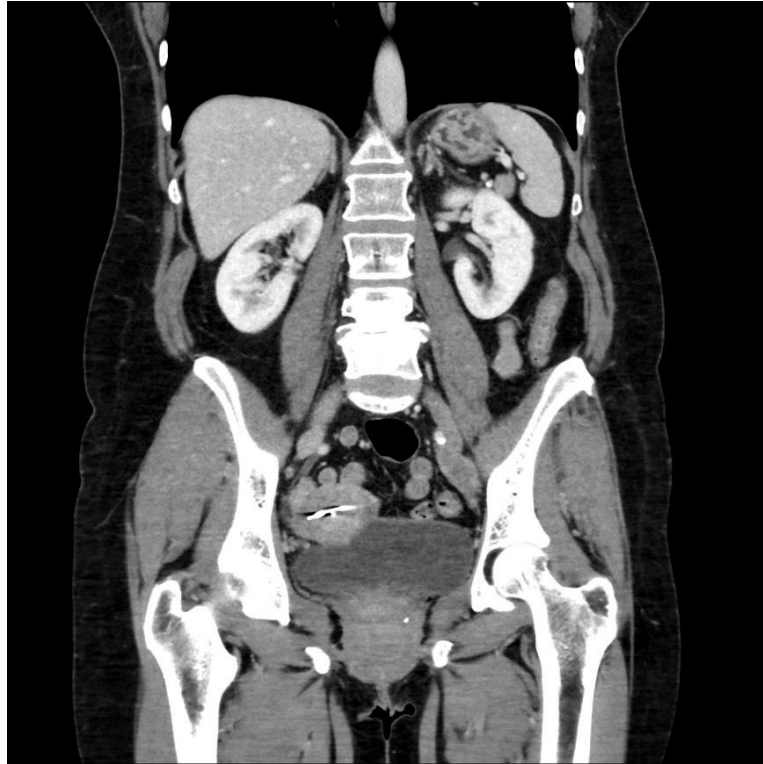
Sagitální řez břicha pacienta č. 3 na CT
